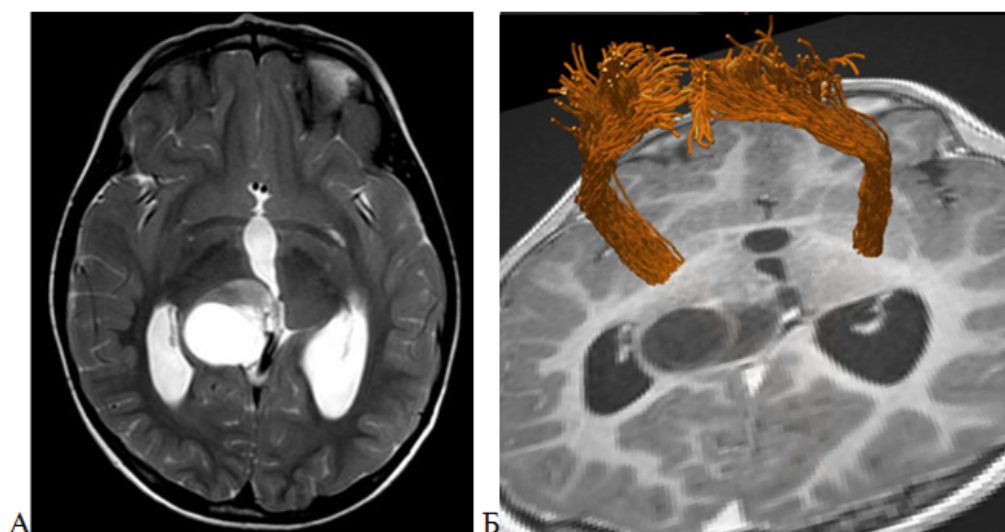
Компактная пилоидная астроцитома, WHO grade 1, задних отделов таламуса справа. А – МРТ головного мозга, T2-последовательность в аксиальной проекции; Б – CSD-HARDI МР-трактография, T1-последовательность в аксиальной проекции, 3D реконструкция. КСТ (оранжевый цвет) по данным МР-трактографии расположен антелатерально, интактный
